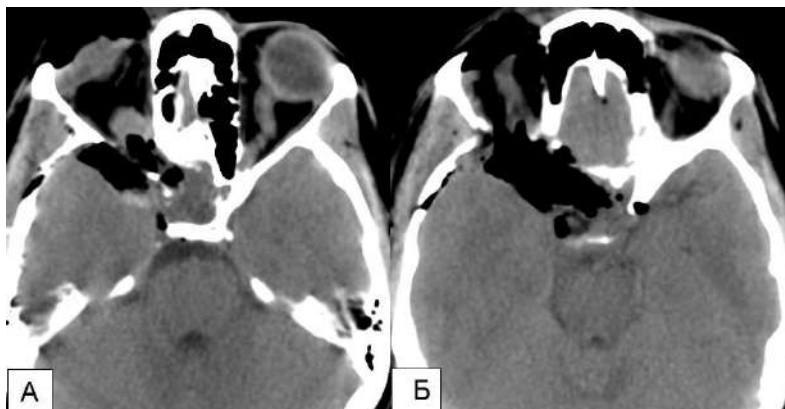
Клинический пример №7. Контрольная КТ головы первые сутки после операции.
